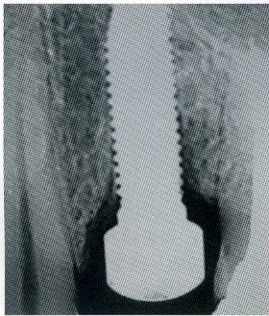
術後3ヶ月のデンタルX線像（デジタル）。
